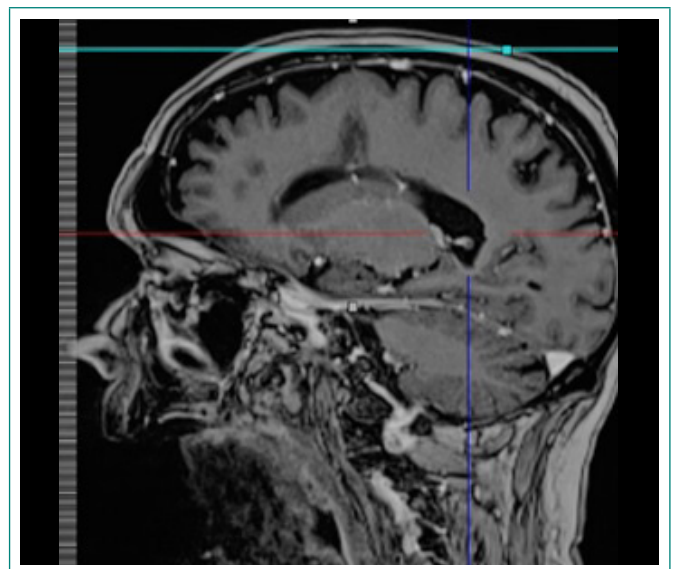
RM craneal: empeoramiento radiológico con aumento de tamaño de la masa hipotalámica así como de los focos de diseminación subependimaria en tercer y cuarto ventrículo
